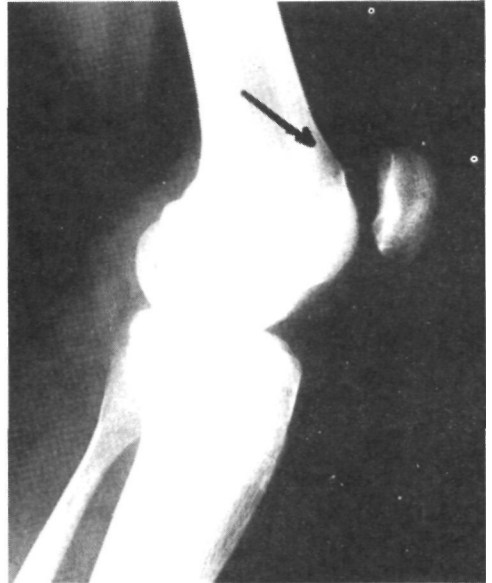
Radiografía lateral de la rodilla, en que se visualiza el espolón extracondíleo característico cuando han existido varios episodios de luxación o subluxación.
